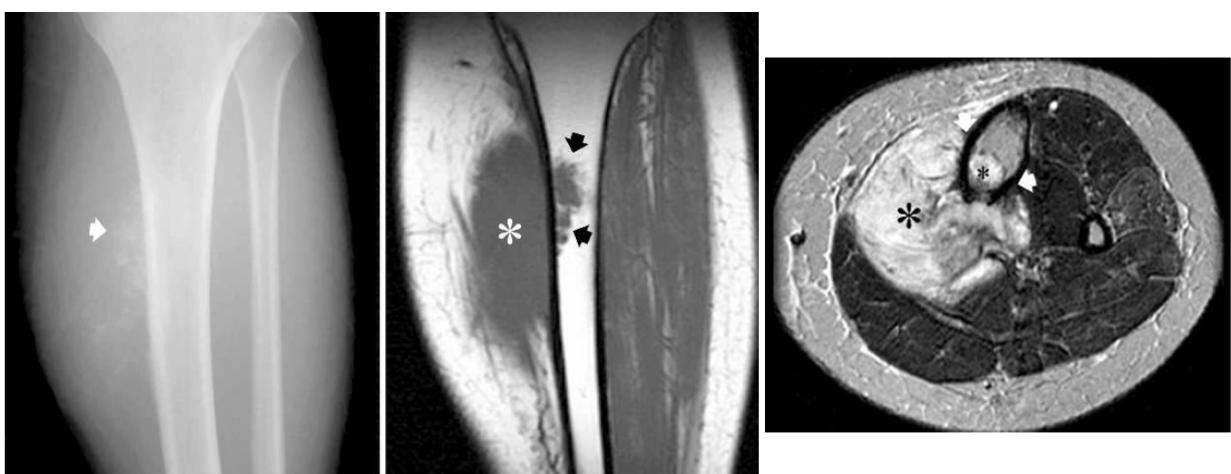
Radiographie standard montrant un ostéosarcome paraostéal de la diaphyse tibiale responsable d'une minéralisation subtile juxtacorticale (flèche). L'IRM réalisée montre sur la coupe coronale SE T1 une large masse juxtacorticale (étoile) avec une extension intramédullaire (flèche). La coupe axiale SE T2 montre l'extension intramédullaire (petite étoile) associée à la masse juxtacorticale occupant 50% de la circonférence osseuse [10]
